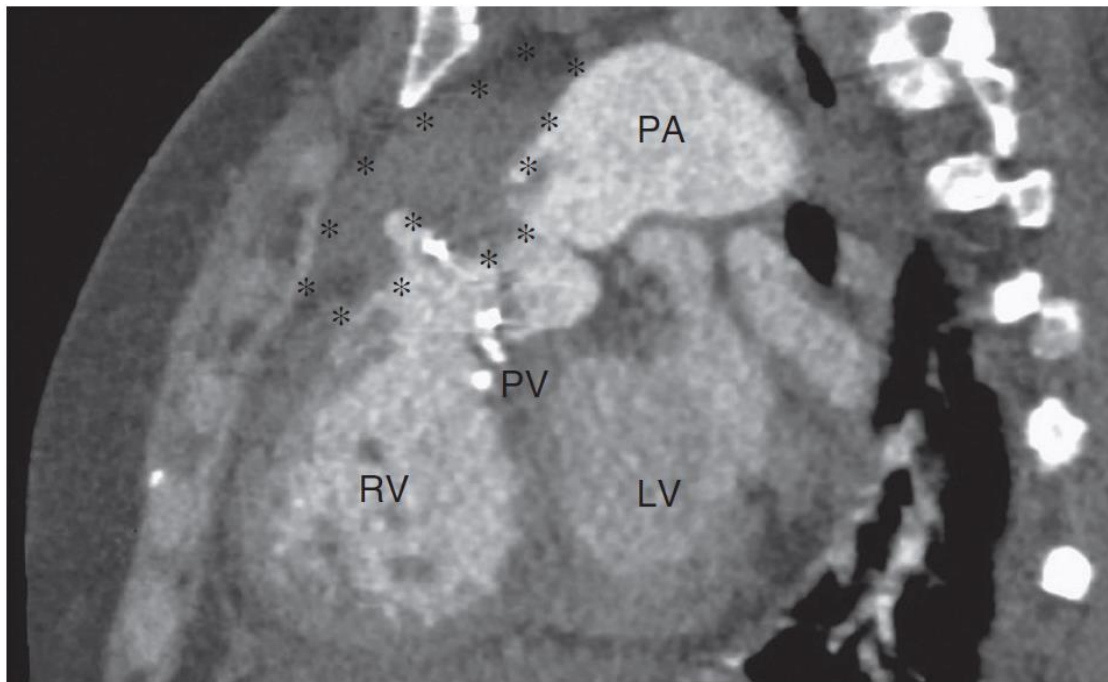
TDM montrant une coupe sagittale du ventricule droit chez un patient ayant subi un remplacement des valves pulmonaires, et qui présente une endocardite infectieuse sur prothèse [74].
